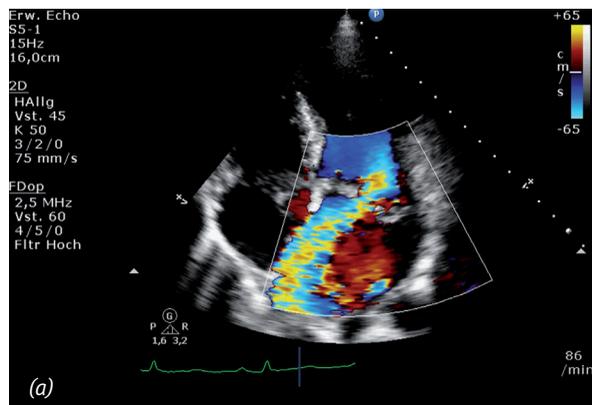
Transthorakale Echokardiografie (TTE)-Schleifen.
